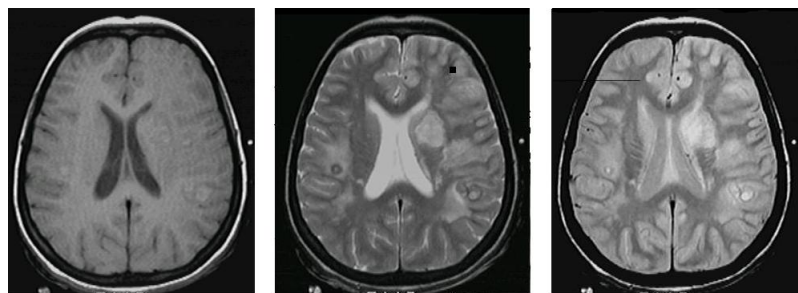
Exemplos de imagens de ressonância magnética do tipo T1, T2 e DP respectivamente (Adaptado de [44]).
